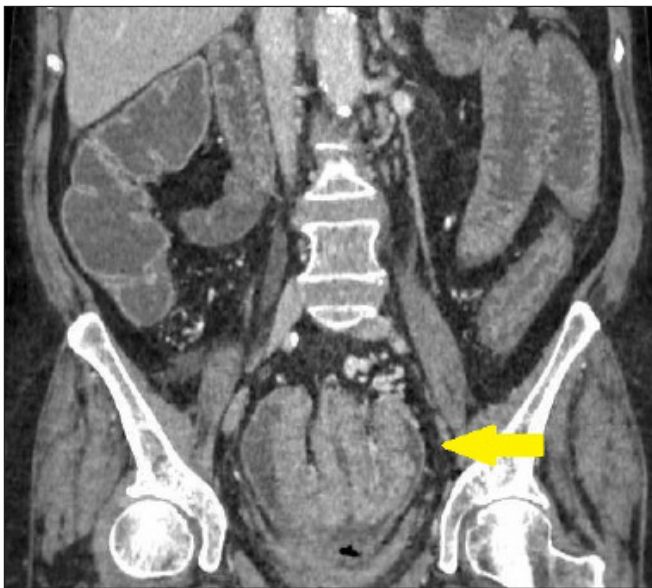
Corte frontal de TC abdominal donde se evidencia la invaginación recto sigmoidea y la gran formación polipoidea.
